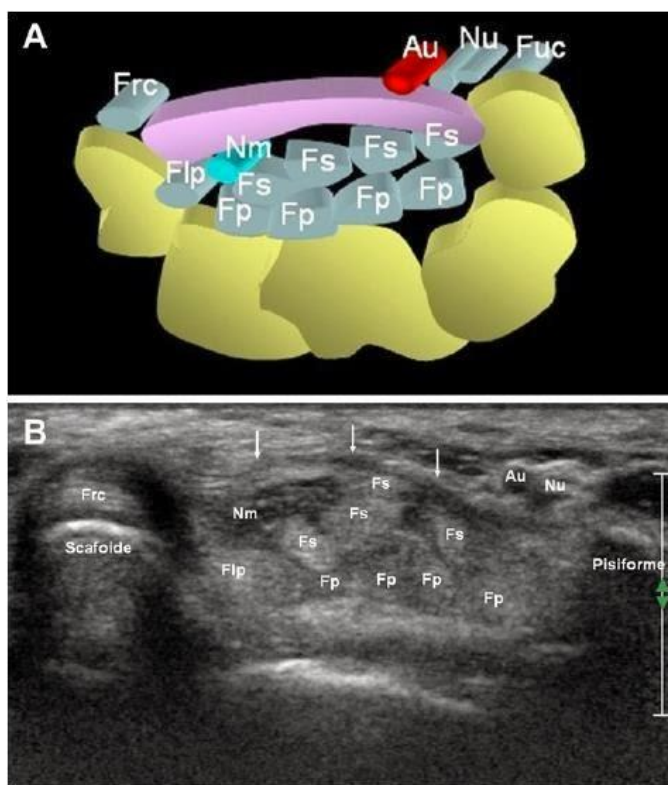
A. Ubicación guía de estructuras anatómicas del túnel del carpo. B. Ultrasonografía del túnel del carpo³³
